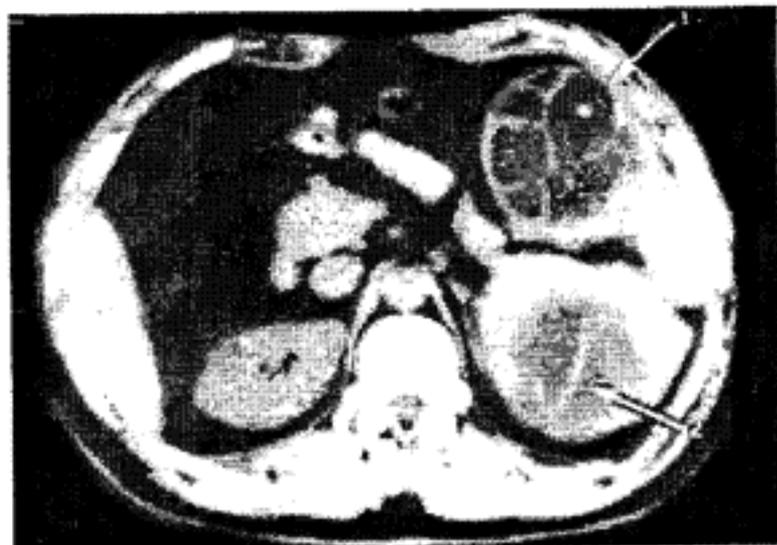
Ехінококоз селезінки. Фрагмент комп'ютерної томограми. Селезінка збільшена, у ній визначається два округлих утвори до 7 см у діаметрі. В одному з них видно дочірні пухирі (1) щільністю 5 од Н, у другому - відшаровану капсулу кісти (2) (за Ф.І. Тодуа і співавт.).
